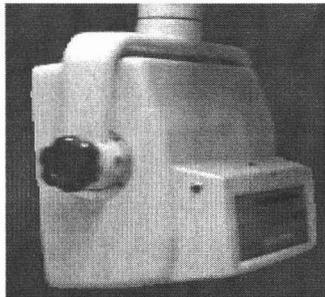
Cabeza del Ortopantomógrafo
